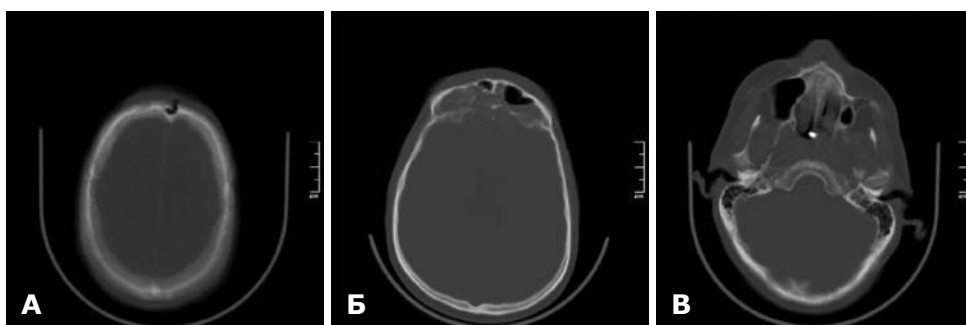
СКТ головного мозку до операції. Кістковий режим. Наскрізне діагональне поранення головного мозку. А — дірчастий перелом лобової кістки на місці вхідного отвору; Б — перелом задньої стінки лобового синуса, фрагменти кістки інтракраніально, гемосинус; В — металевий уламок в задніх відділах піднебіння.
